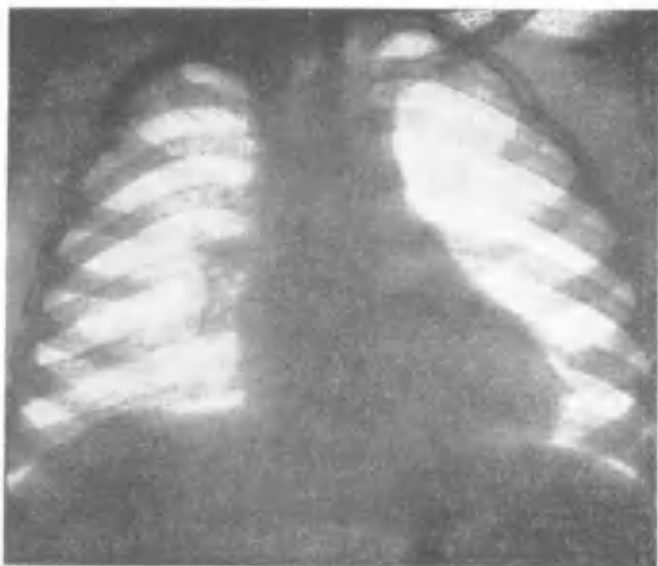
Рентгенограмма больного Н. Диагноз: врожденный стеноз аорты. Значительное увеличение левого желудочка.
